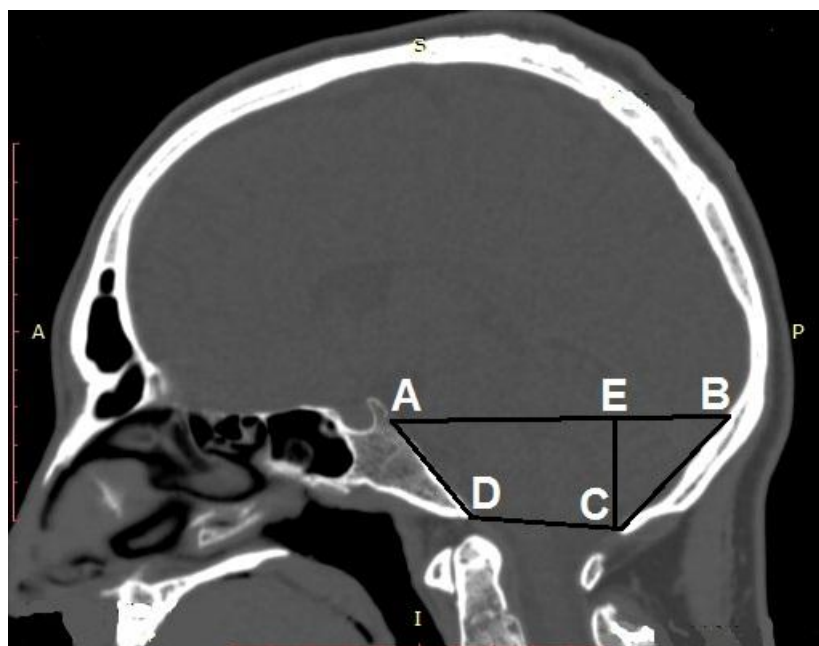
Измерения на КТ в сагиттальной проекции: А – основание спинки турецкого седла; В – внутреннее затылочное возвышение; С- задний край большого затылочного отверстия; D – передний край большого затылочного отверстия; ЕС – глубина задней черепной ямки; DC – плоскость большого затылочного отверстия
